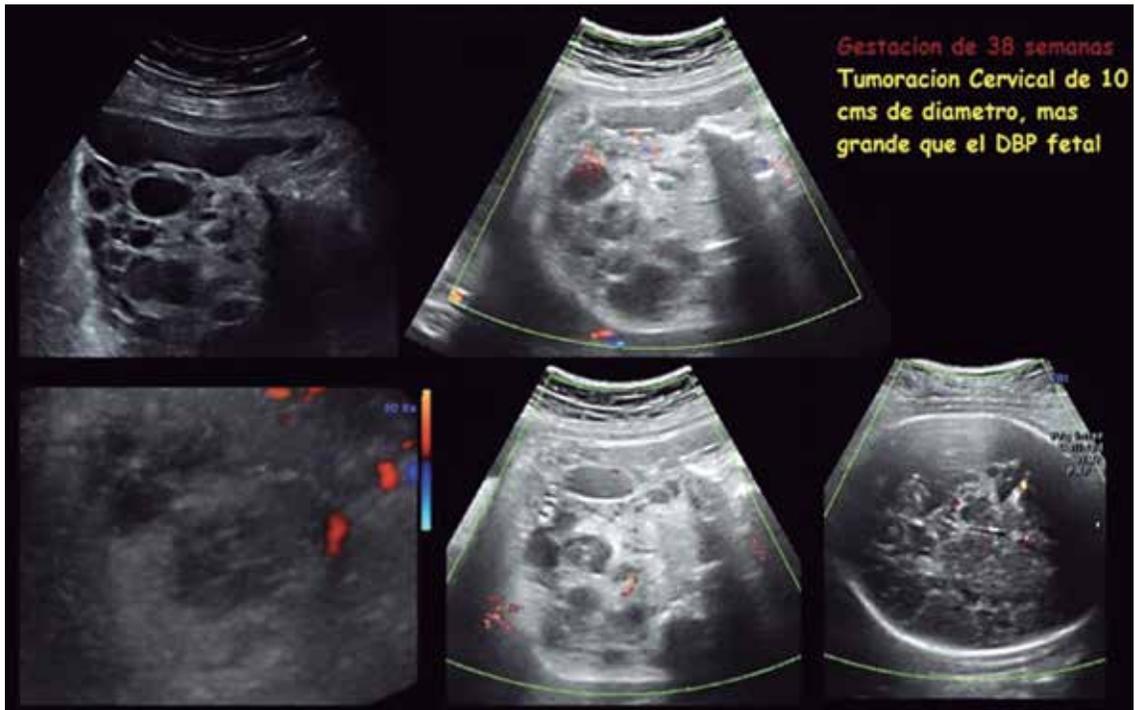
Ecografía medicina fetal con tumoración cervical fetal gigante.
